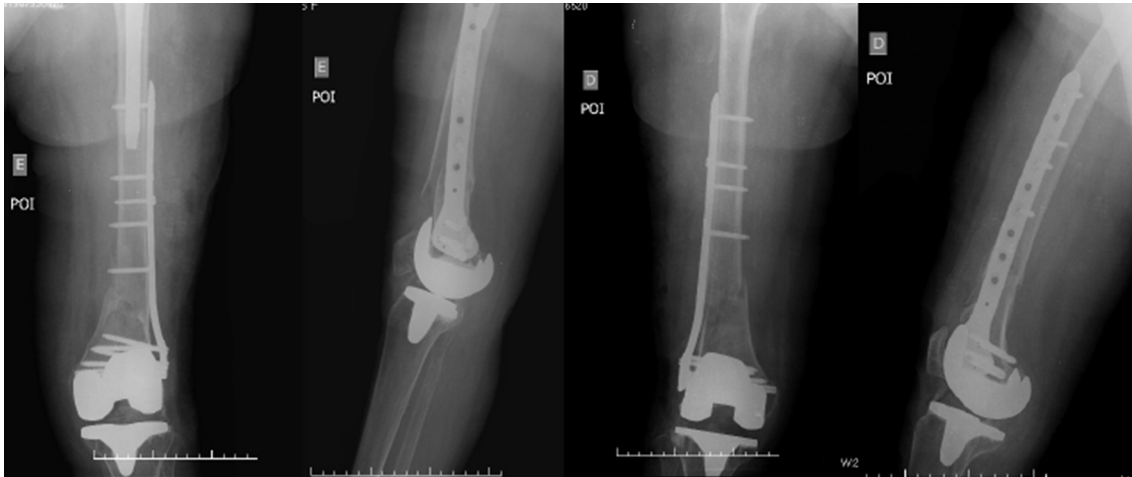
Radiografias do pós-operatório imediato.
